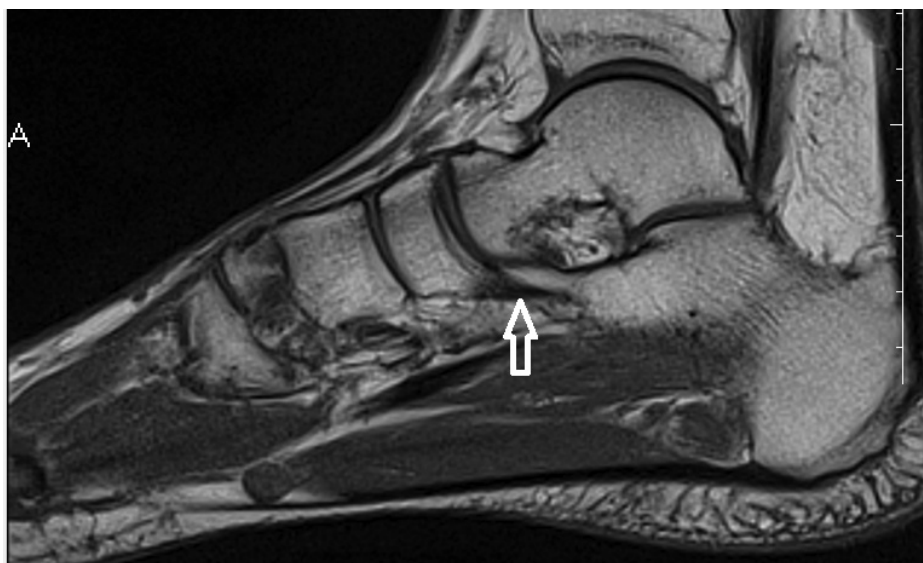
МРТ. Сагітальний зріз. Ціла ПЧЗ стопи пацієнта контрольної групи. Стрілка – неушкоджена підшовна нижня позовжня порція.
